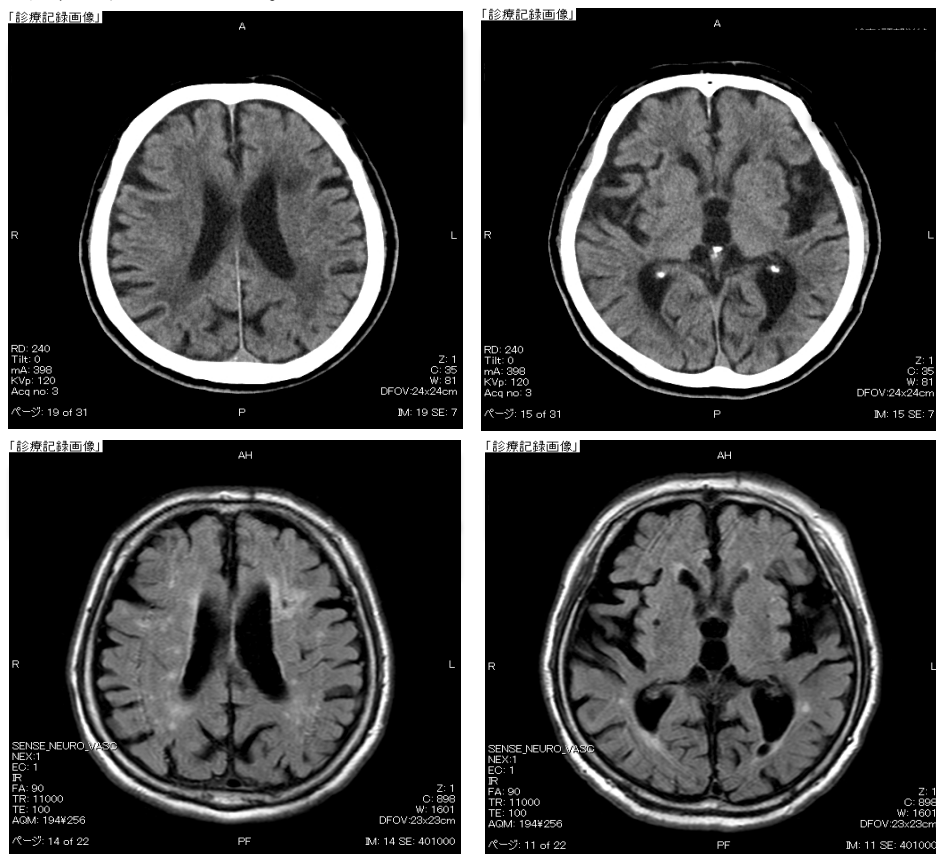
入院時の頭部CT (上段) と頭部MRI FLAIR (下段)
